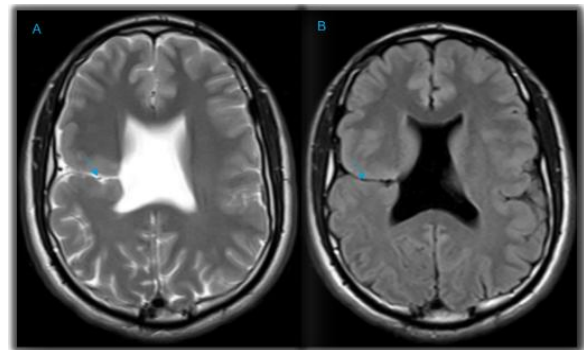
Resonancia magnética en corte axial, con secuencias potenciadas en T2 y FLAIR. En imágenes A y B se identifica con una flecha la hendidura profunda en la corteza del lóbulo frontal derecho, que se extiende hasta el ventrículo lateral ipsilateral. Esta hendidura está revestida por sustancia gris heterotópica.
